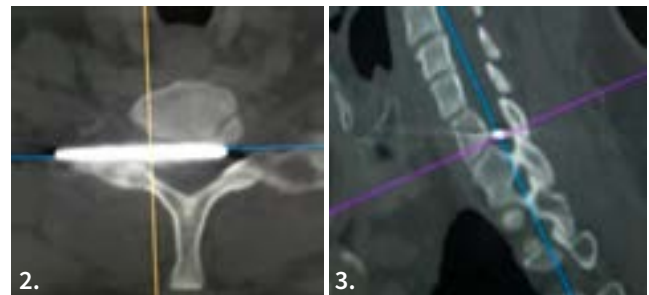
Tomografía simple de columna cervical. Corte axial y sagital a nivel de forámenes C7-T1, se evidencia clavo en el canal medular
